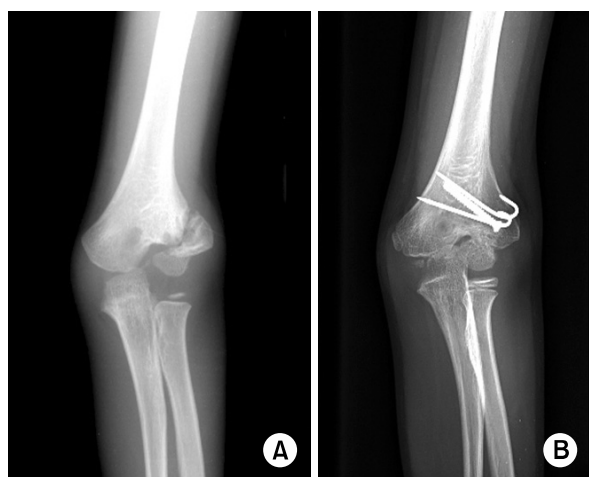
Anteroposterior radiographs of the left elbow (No. 5).
